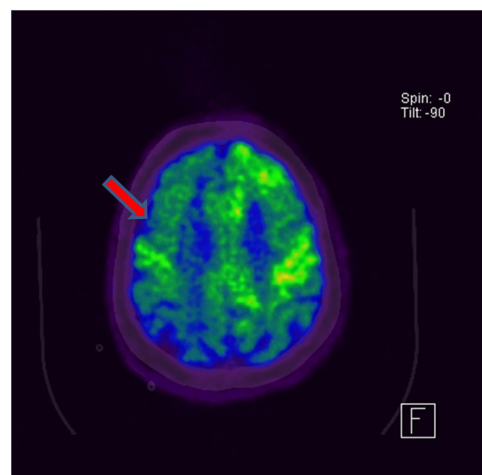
PET cerebral: hipometabolismo corticosubcortical de predominio unilateral derecho.
